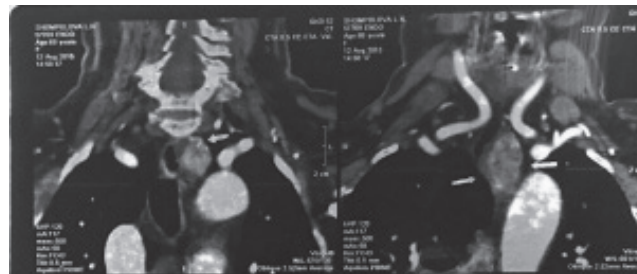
КТ-картина аденомы левой нижней околощитовидной железы
